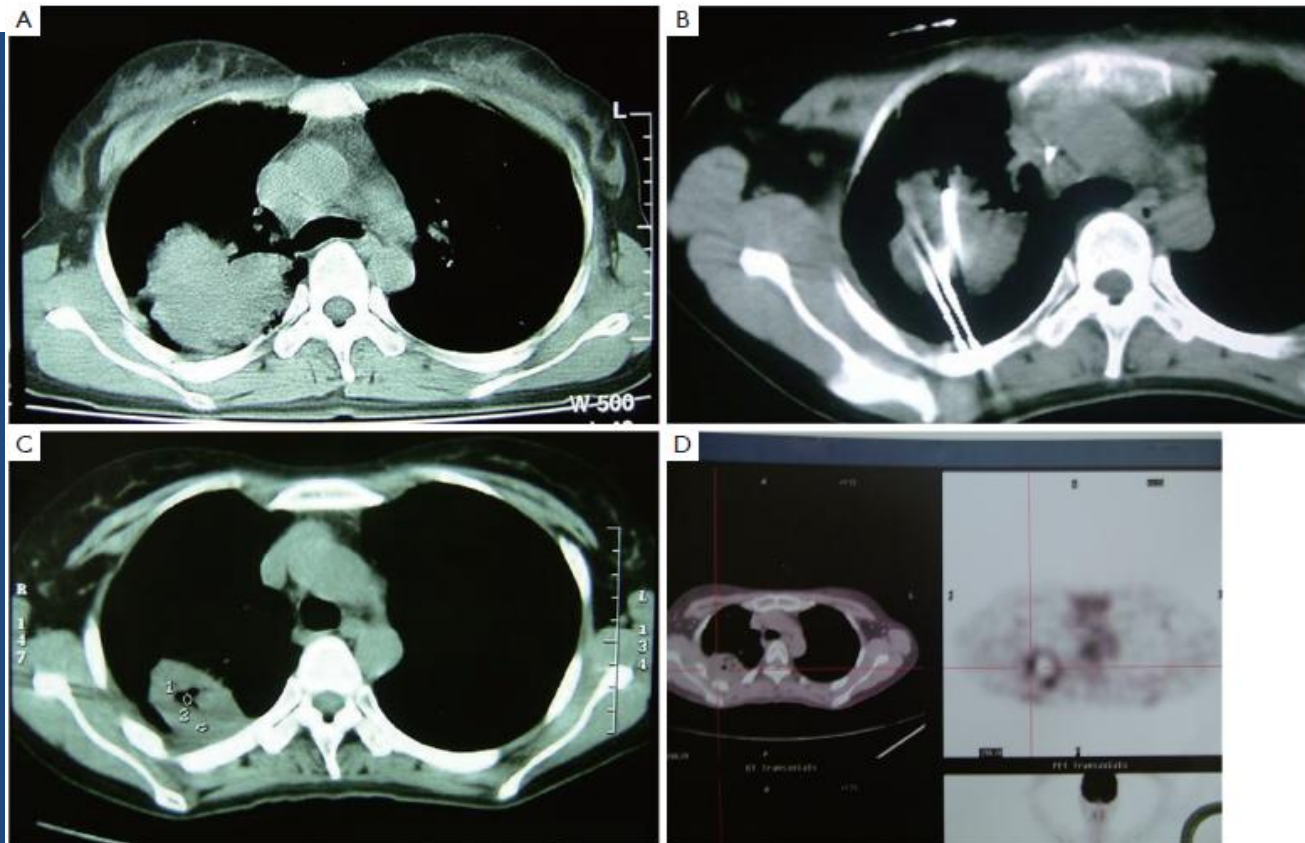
The CT scan of one patient with lung cancer. A. Cancer prior to cryoablation; B. Percutaneous cryoablation under CT guidance; C. CT scan 8 months after cryoablation; D. PET/CT image showed the lesion no activity 12 months after cryoablation.
